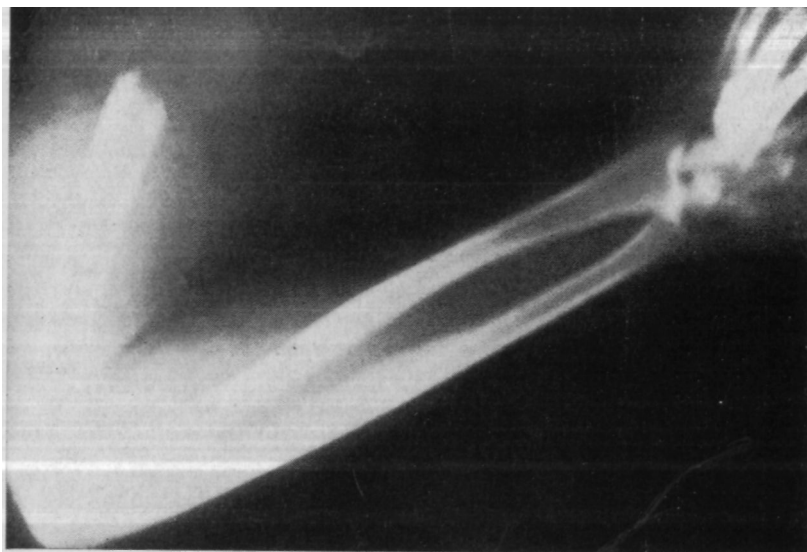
Рентгенограмма ампутированной руки.
